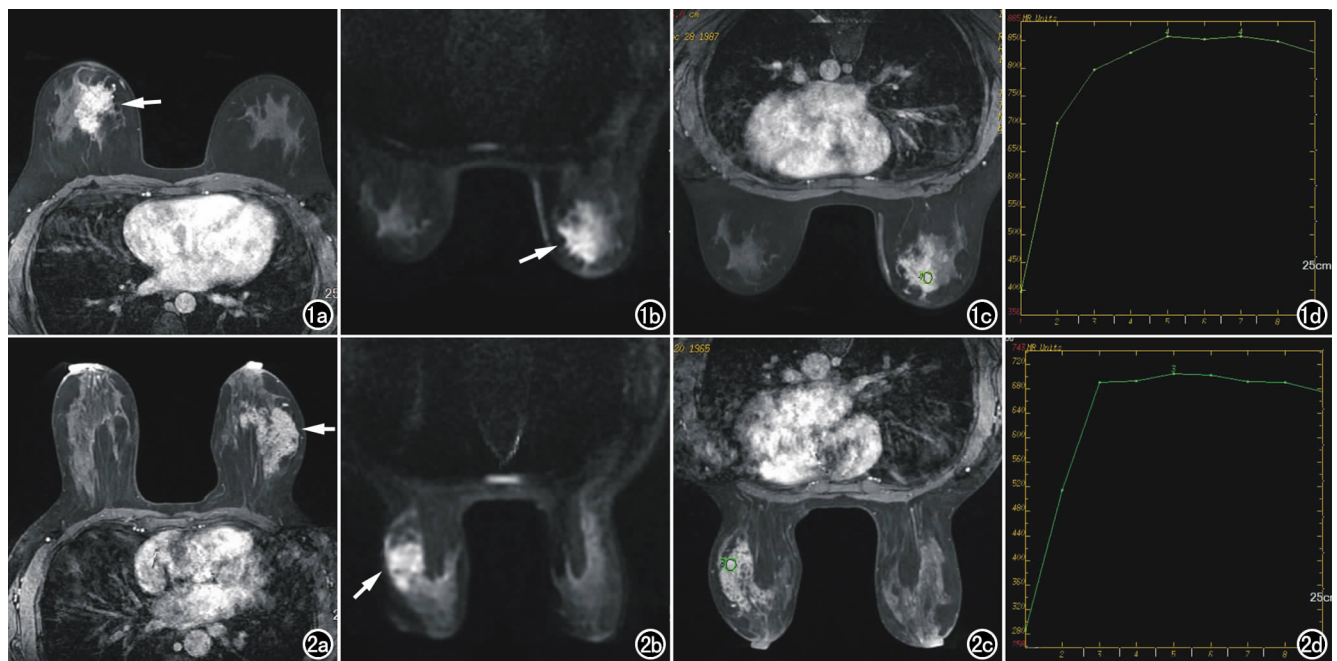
女,30 岁,肉芽肿性小叶性乳腺炎,部分导管囊性增生。a)增强右乳上象限区域性强化病变,内见成簇环状强化(箭);b)DWI 呈不均匀高信号(箭);c)选取强化明显处勾画 TIC 曲线兴趣区;d)TIC 曲线初始相快速强化,延迟期呈平台型。图 2 女,52 岁,广泛导管内癌为主的浸润性导管癌。a)增强左乳外象限区域性强化病变,内见成簇环状强化(箭);b)DWI 呈不均匀高信号,局部边缘信号较高(箭);c)选取强化明显处勾画 TIC 曲线兴趣区;d)TIC 曲线初始相快速强化,延迟期呈平台型。
